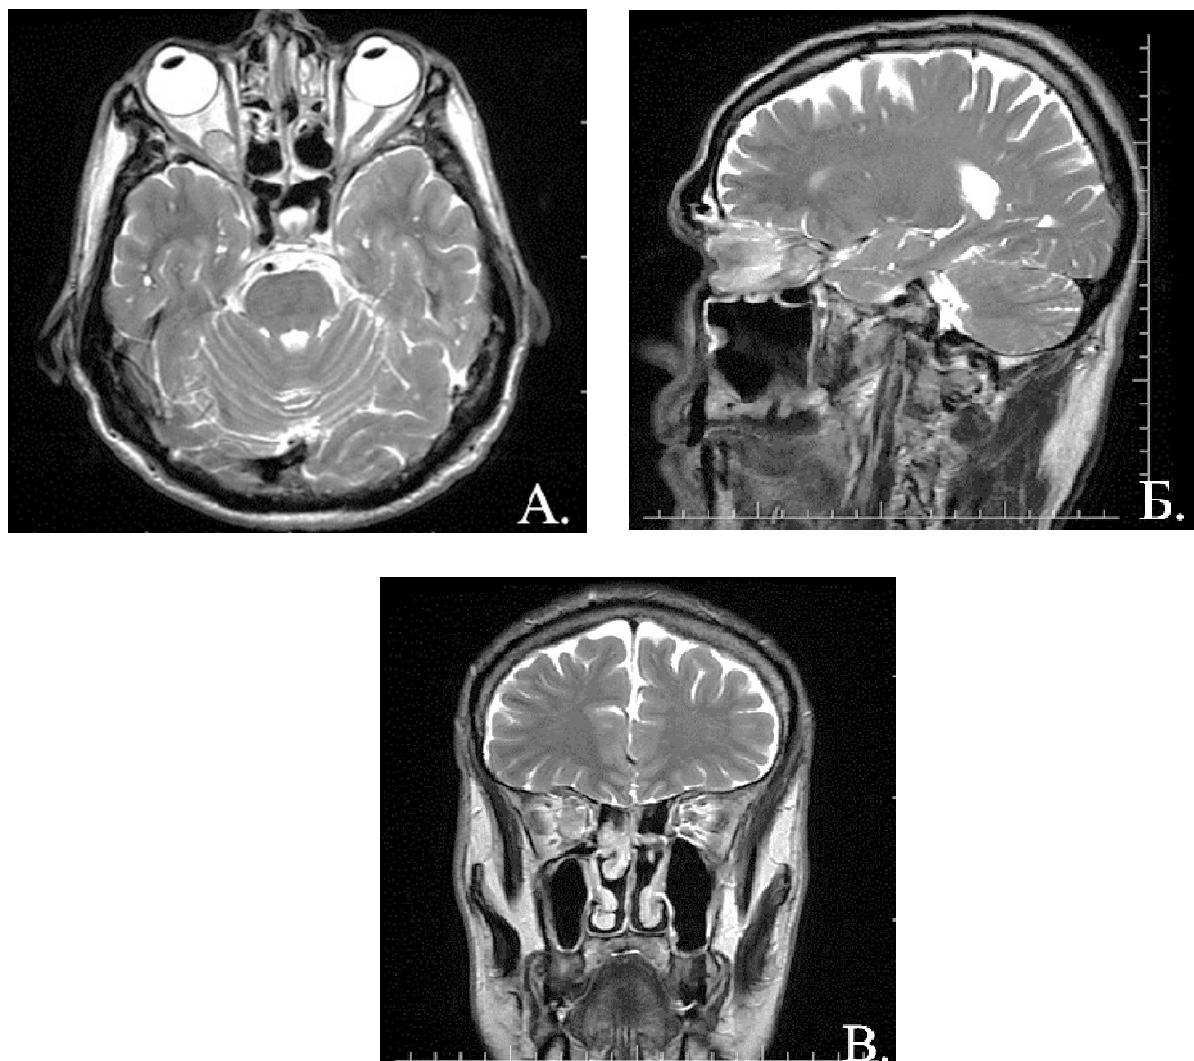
МРТ головного мозга с контрастным усилением, режим T2. Кавернозная венозная мальформация вершины правой орбиты, смещающая зрительный нерв кверху: А- аксиальная проекция, Б- сагиттальная проекция, В- фронтальная проекция
